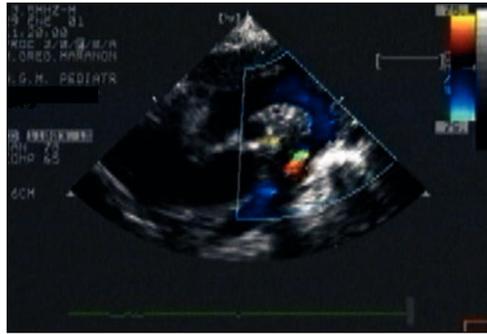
Ecocardiografía bidimensional, en posición suprasternal, de una coartación de aorta. Típica imagen de aceleración en color entre las aortas ascendente y descendente. Se visualiza completamente el arco aórtico.
